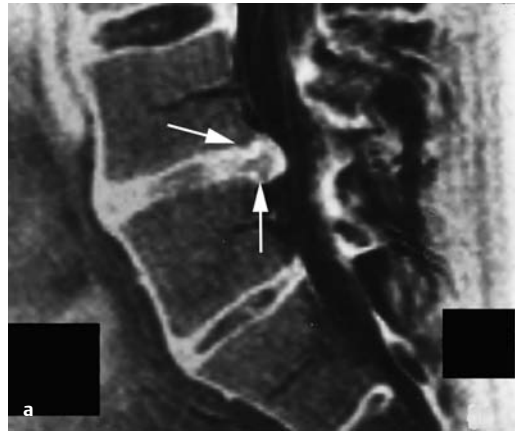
Bandscheibenvorfälle sichtbar in der Kernspintomografie. a Im Bereich der LWS. b Im Bereich der HWS (aus: Niethard 2003).
